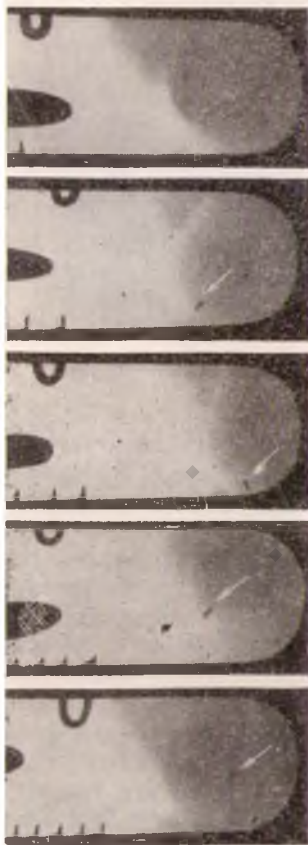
Бесскелетные сериальные рентгеновские снимки глазного яблока (большая С-ва).
